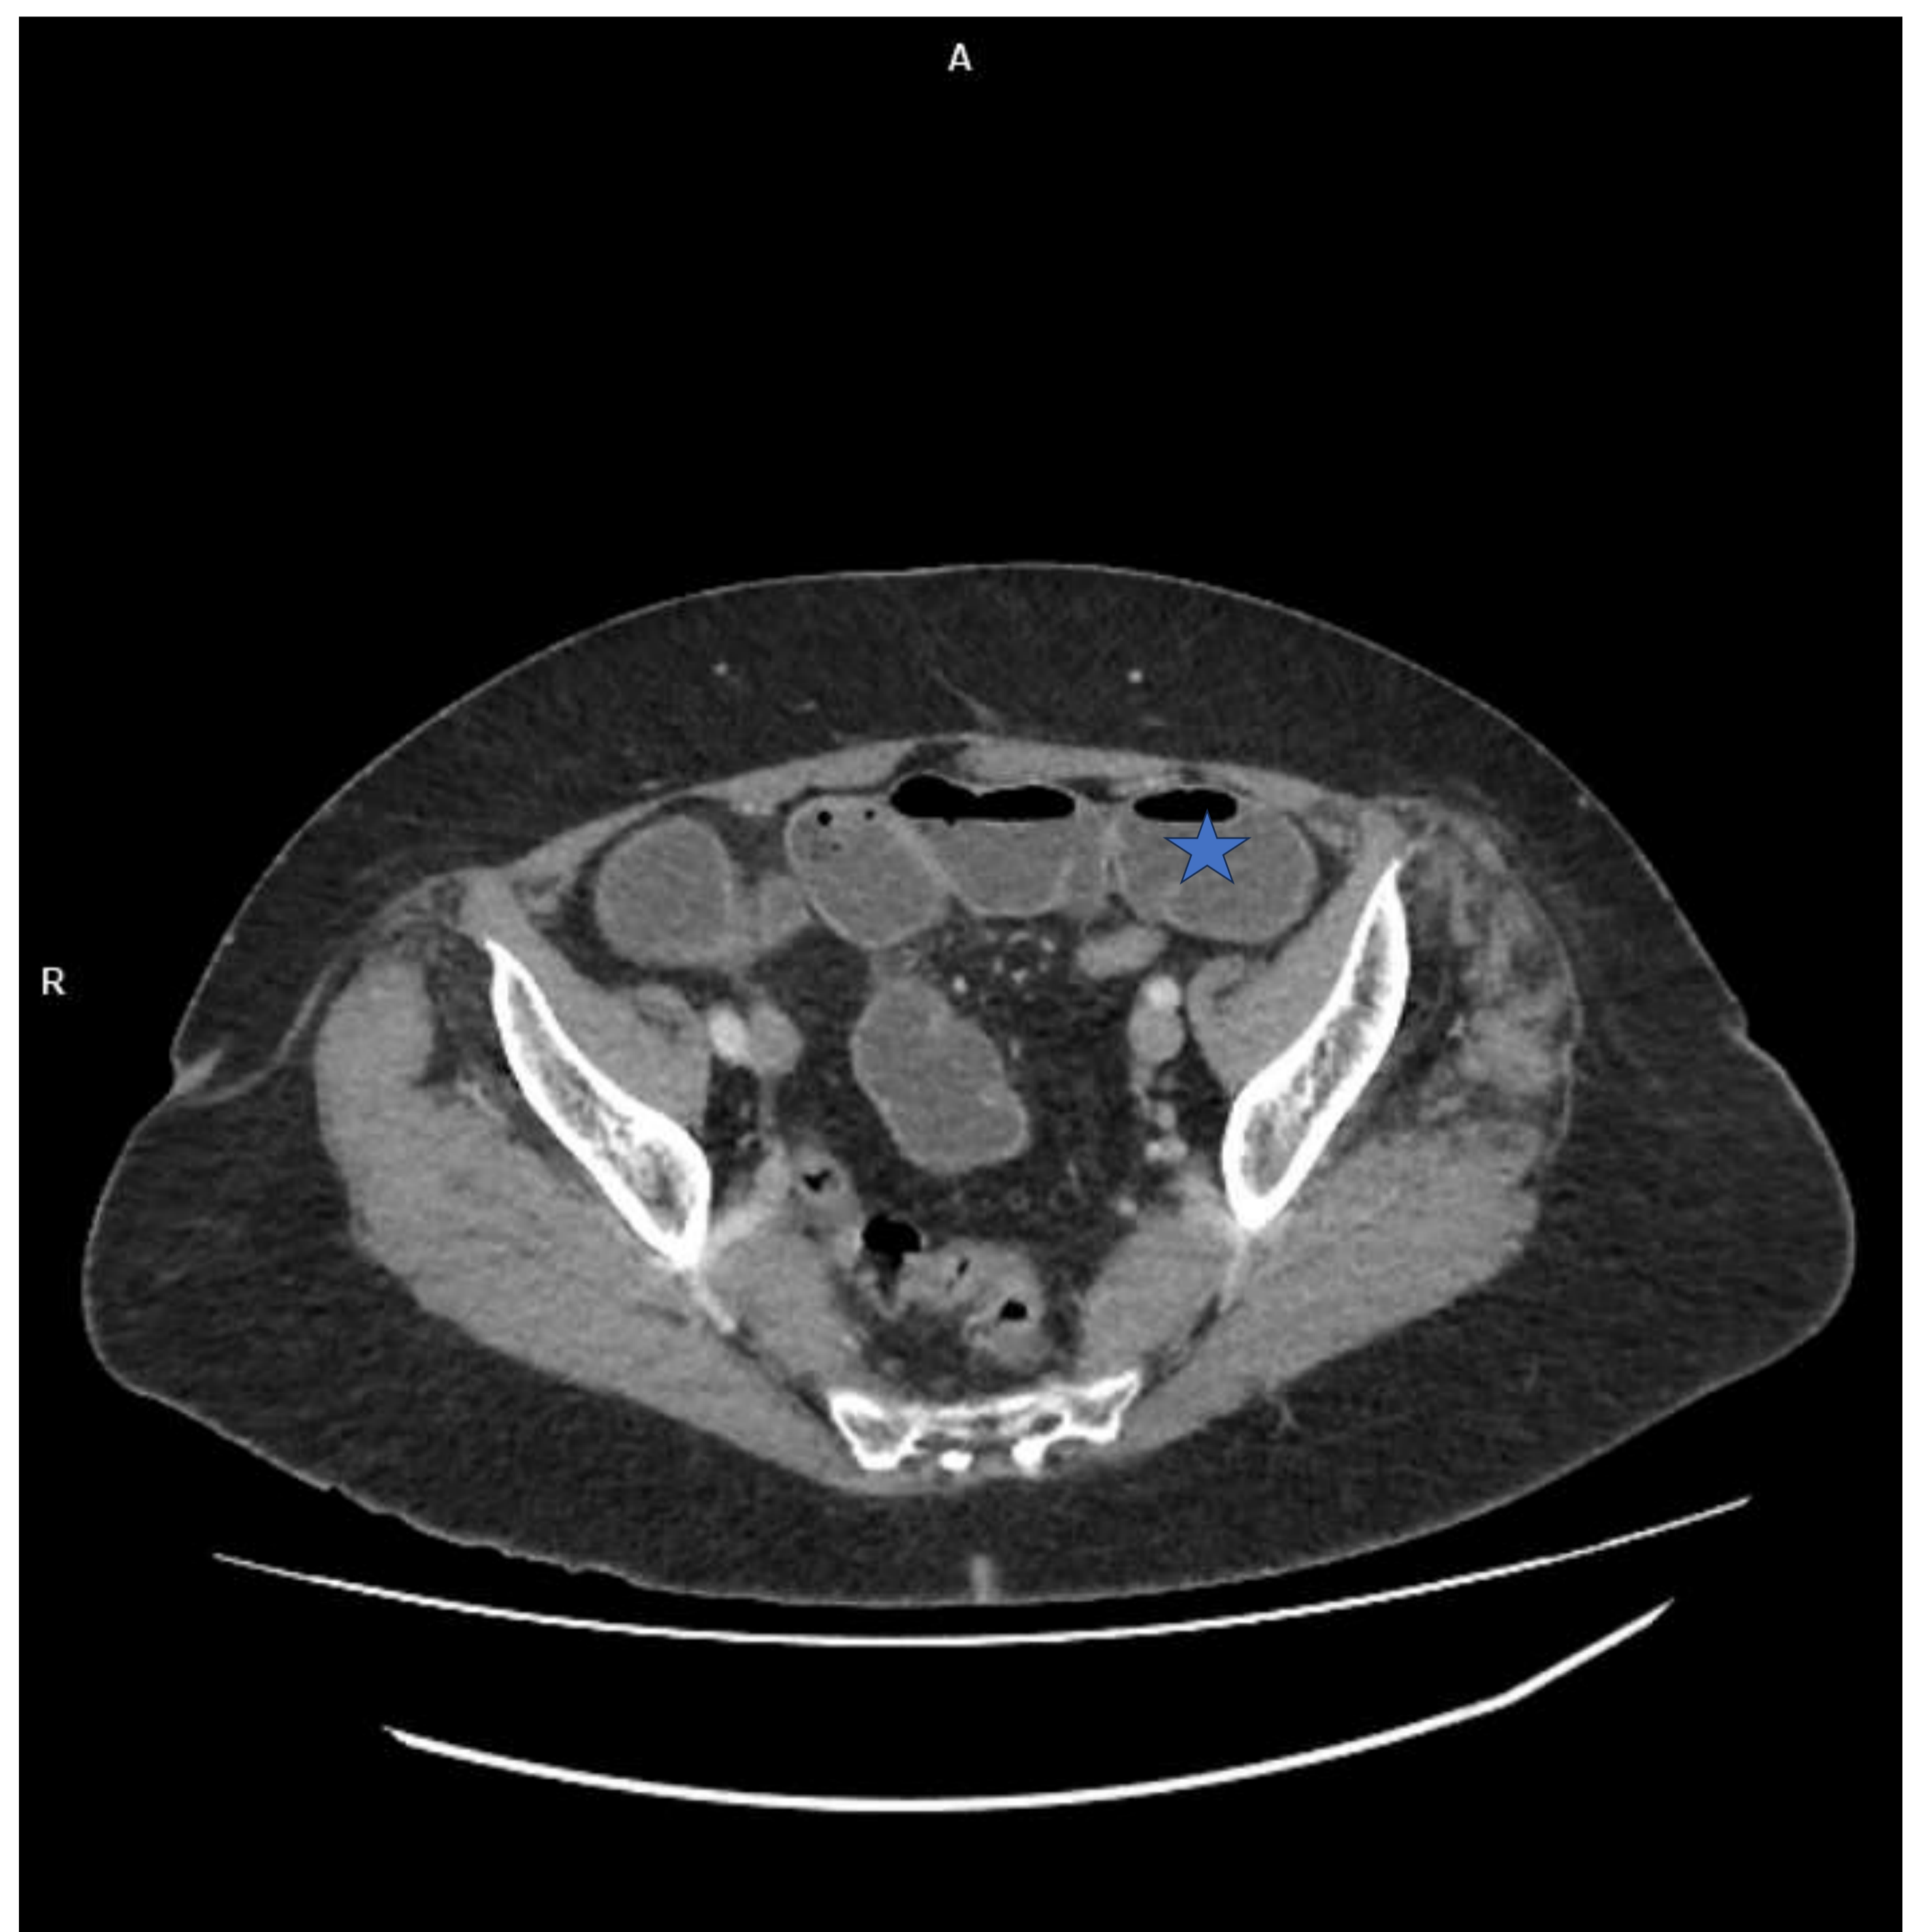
Cáncer de colon estenosante. TC abdominopélvico fase portal, corte axial.
